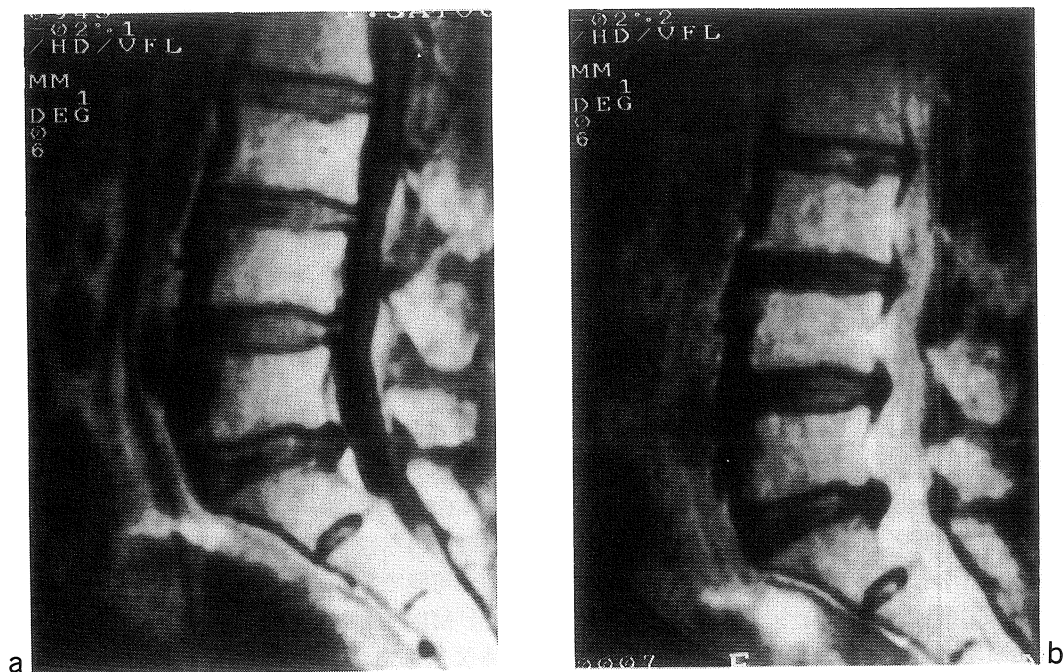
MR images of a 60-year man. (a) Sagittal MR image with short TR/TE (500/40) shows linear signal void at L3-4 and L5-S1 disk. (b) Sagittal image with long TR/TE (2000/80) reveals decreased signal intensity and bulging annulus at all disks. VPs are more clearly demonstrated by short TR/TE image than long TR/TE image.
